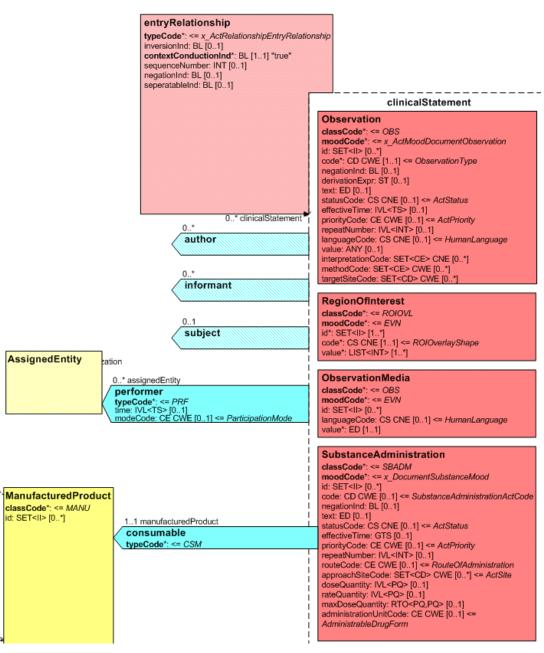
CDA R-MIM (L-POCD\_RM000040) Ausschnitt - Klassen um die pharmazeutische Empfehlung
